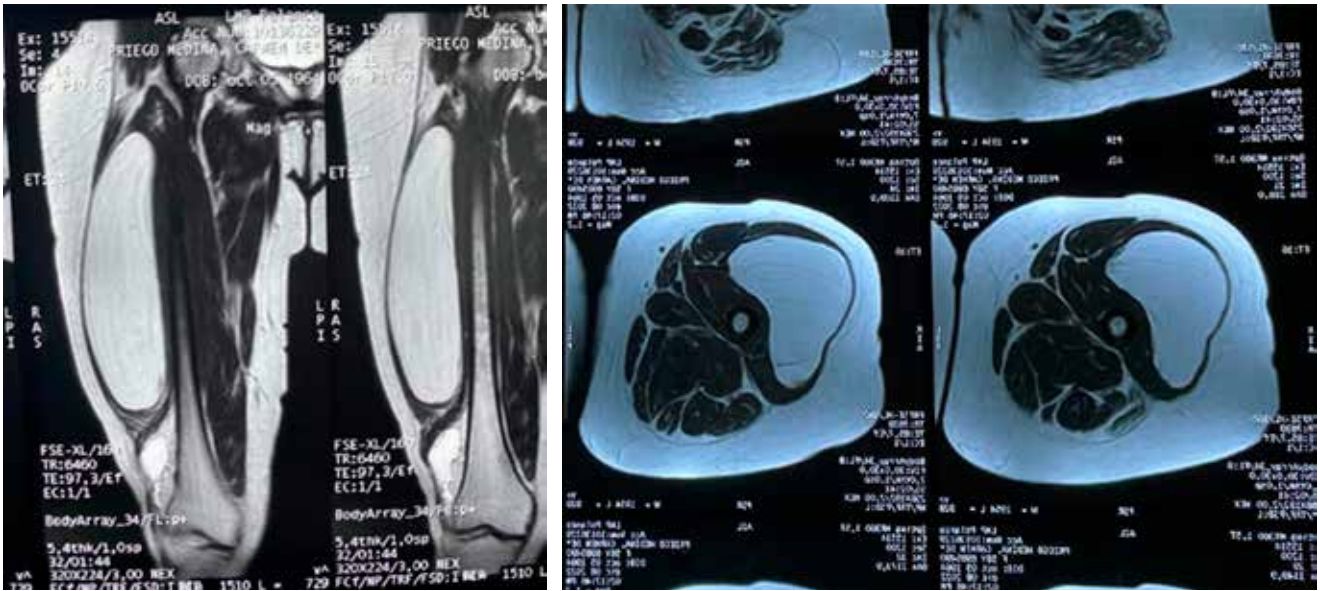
Resonancia magnética de miembros pélvicos.
